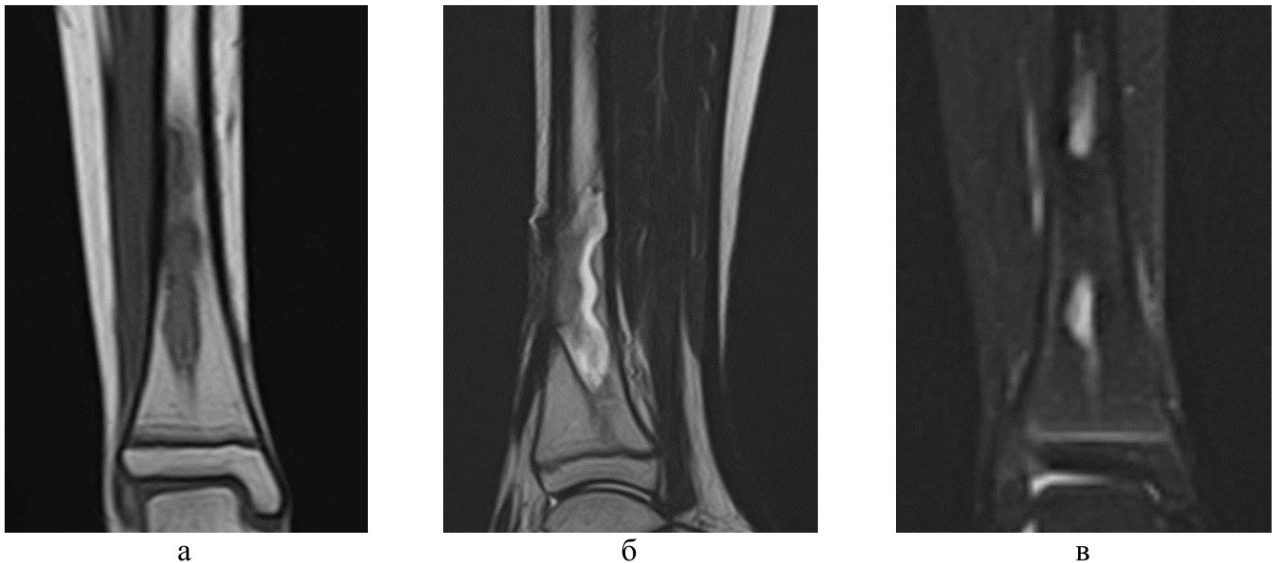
МР-томограммы пациента 14 лет с ОГО дистального МЭ левой большеберцовой кости, деструкция метафиза большеберцовой кости, COR (фронтальные срезы): а – T1-ВИ, гипоинтенсивный сигнал с четким гипоинтенсивным контуром; б – T2-ВИ, содержимое полости имеет гиперинтенсивный сигнал (гной); в – STIR, гиперинтенсивный сигнал полости деструкции с четким гипоинтенсивным контуром
